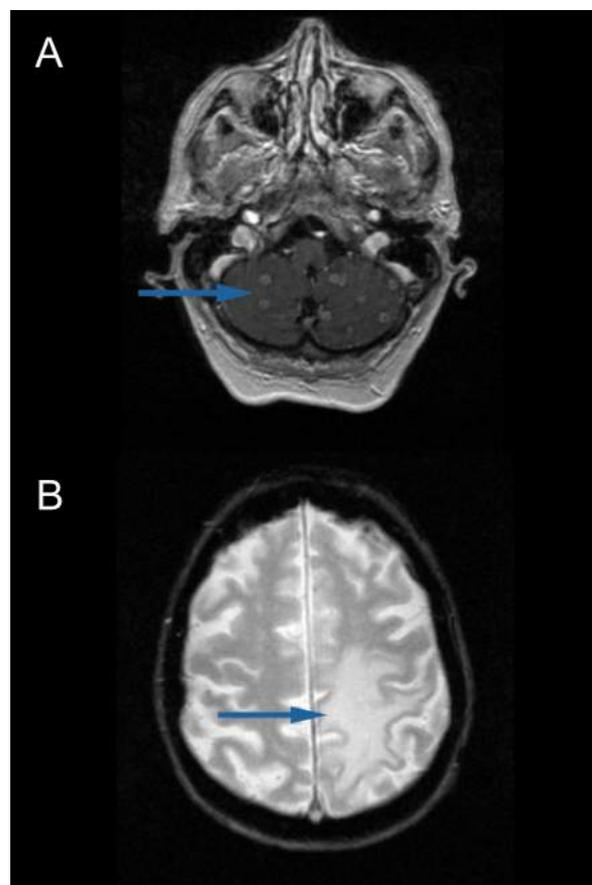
RM muestra lesiones redondeadas en hemisferios cerebelosos con realce en anillo (A), así como área de 17x11 mm en convexidad parietal izquierda a nivel cortico-subcortical (B), con edema perilesional, sugestivos de tuberculoma.
